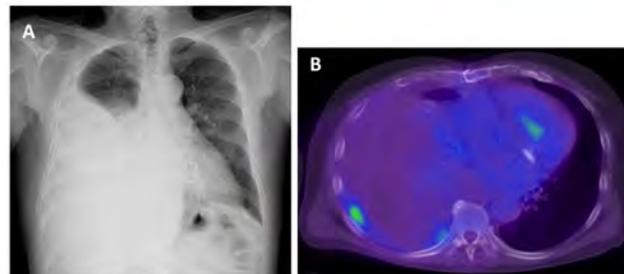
A. Radiografía tórax: derrame pleural derecho al diagnóstico. B. PET-TC: engrosamiento pleural hipermetabólico a nivel de 6º espacio intercostal derecho.
